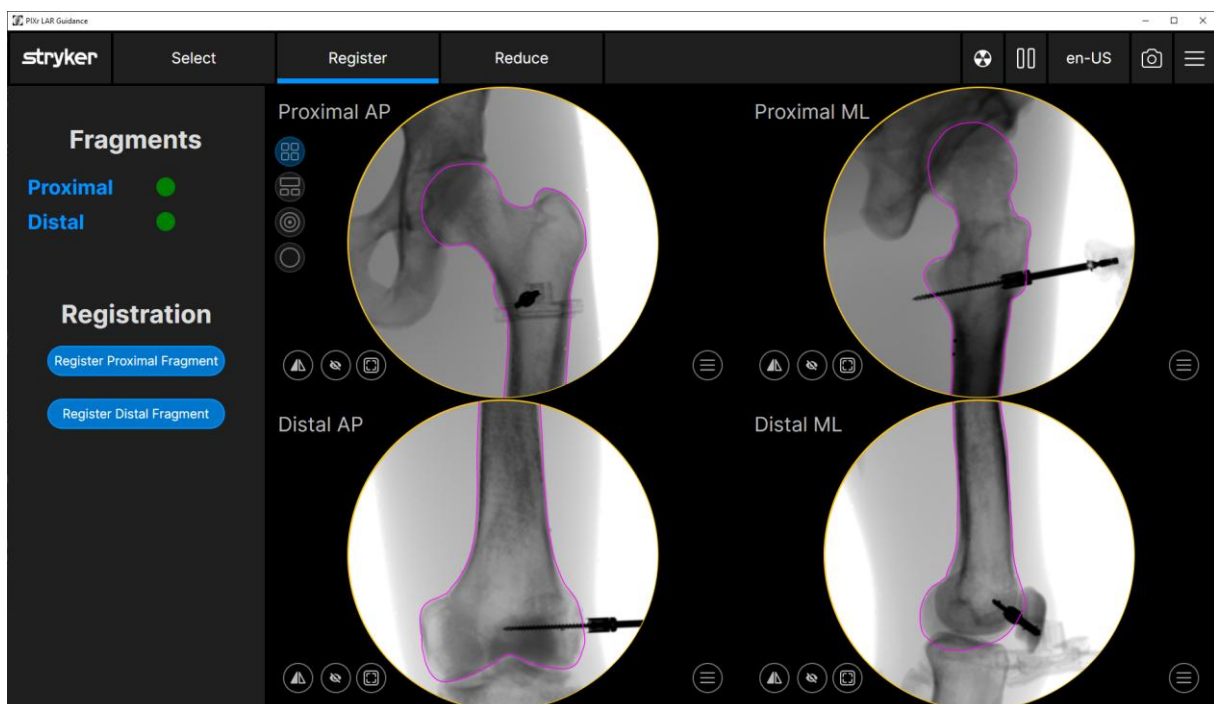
Die Ansicht zeigt den Schritt der Registrierung welcher mithilfe von vier Röntgenbildern vom proximalen und distalen Femur erfolgt. In diesem Fall ist die Registrierung abgebildet.
